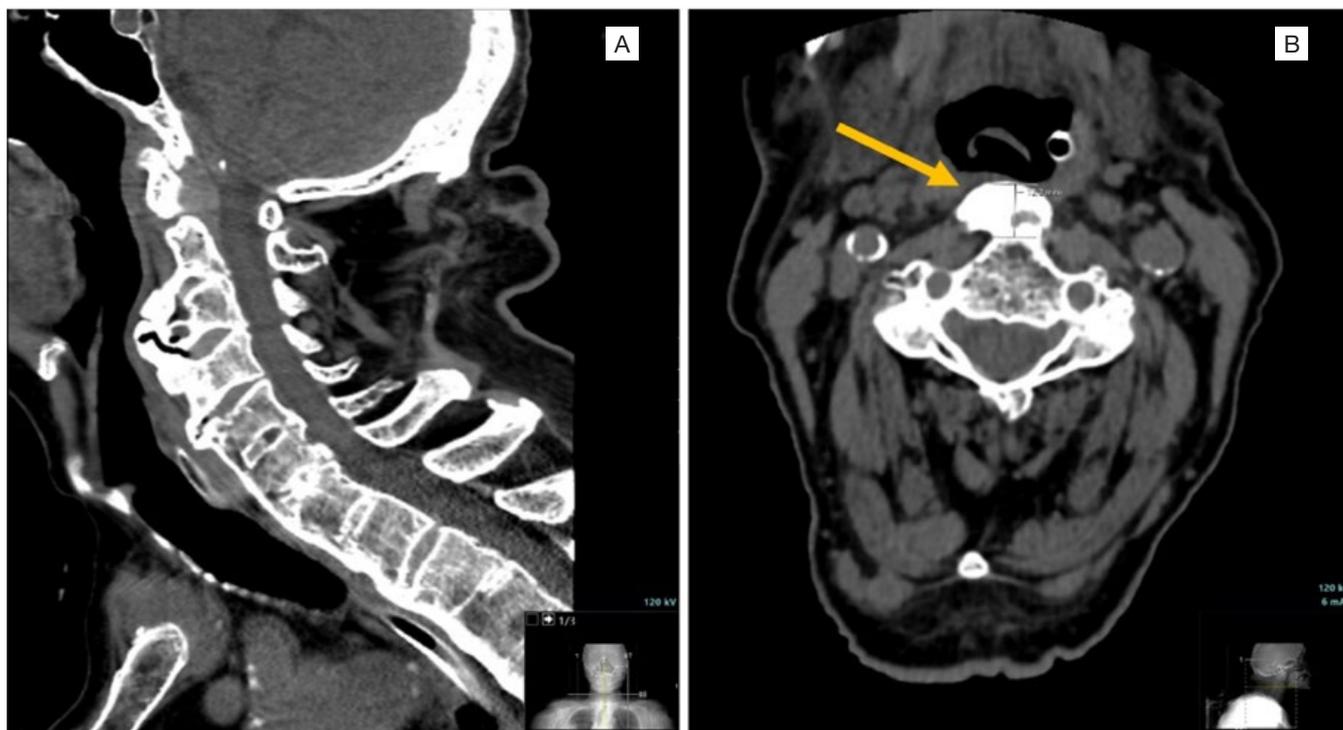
Tomografia computadorizada de pescoço, cortes sagital (A) e axial (B), evidenciando osteófitos cervicais de C2 a C4, o maior (seta amarela) medindo 12,2 mm no diâmetro anteroposterior.
